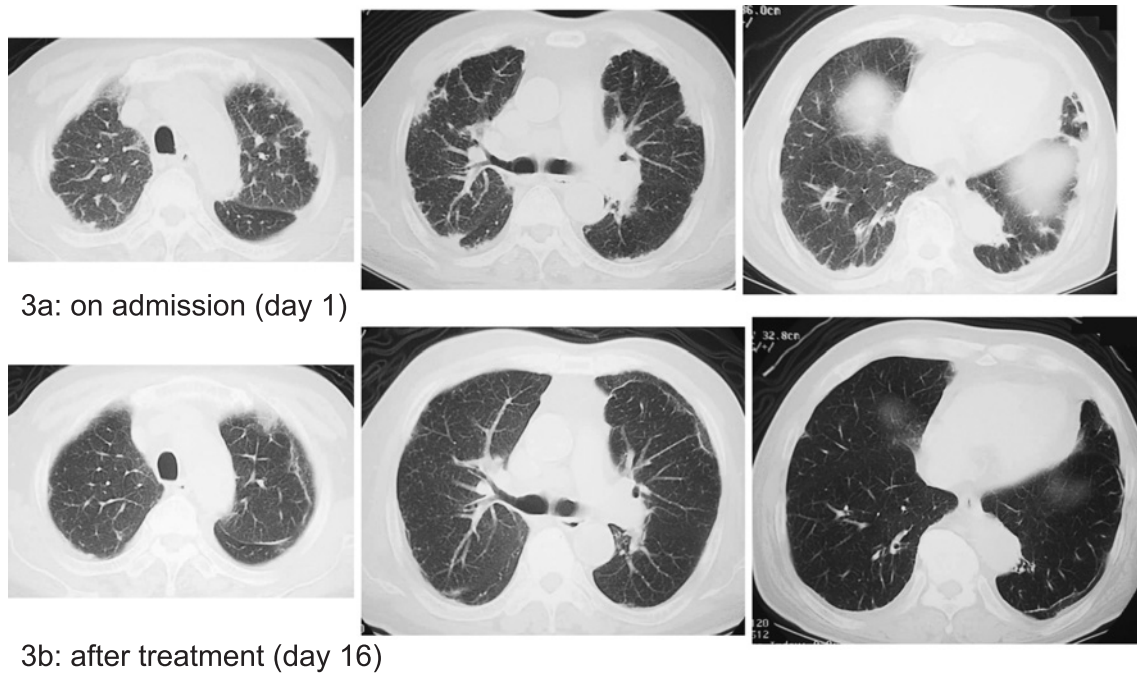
High resolution chest CT on admission, and after treatment. Volume loss in the lung and increased density in the sub-pleural space were observed on admission (3a), while decreased volume and regression of the lesion were observed after treatment (3b).
